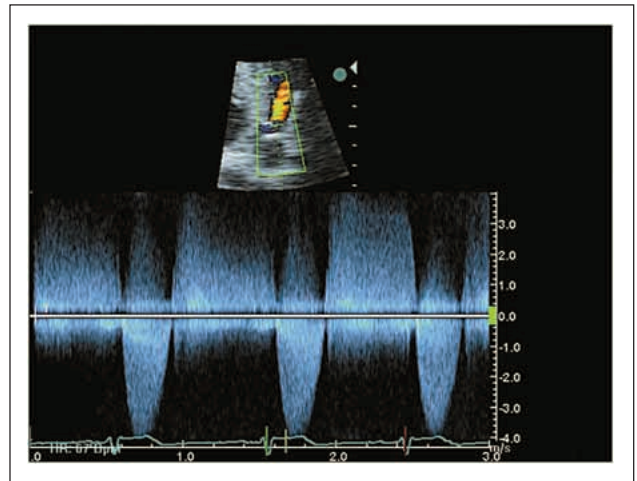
CW-Dopplersignal des linksventrikulären Ausflußtraktes mit systolisch-diastolischem Fluß
